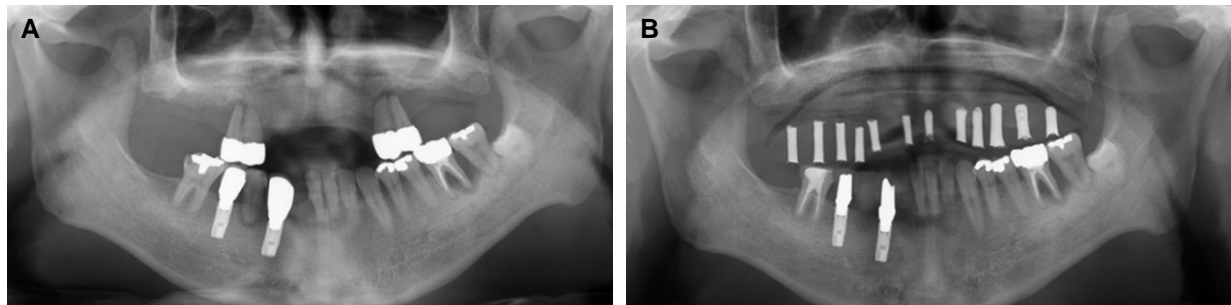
Panoramic radiograph (A) pretreatment panoramic radiograph (B) With radiographic stent 3 months after extraction of #14, 15, 24, 25.
